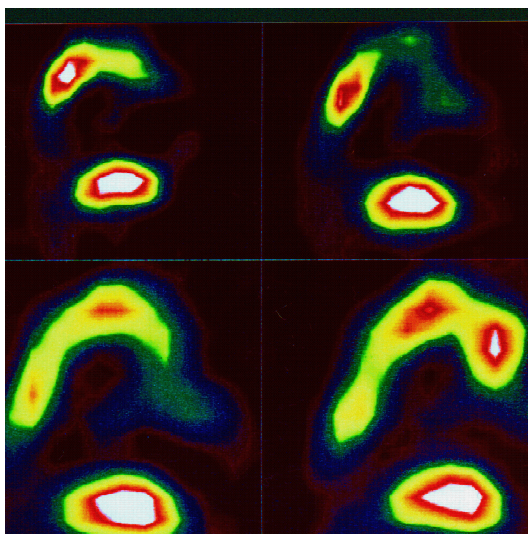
Aktivitätsmehranreicherung in Projektion auf den rechten Unterkieferkörper und das Kinn in der SPECT-Szintigraphie 3 Monate postoperativ nach Biocoral®- Augmentation bei Hemiatrophia faciei
